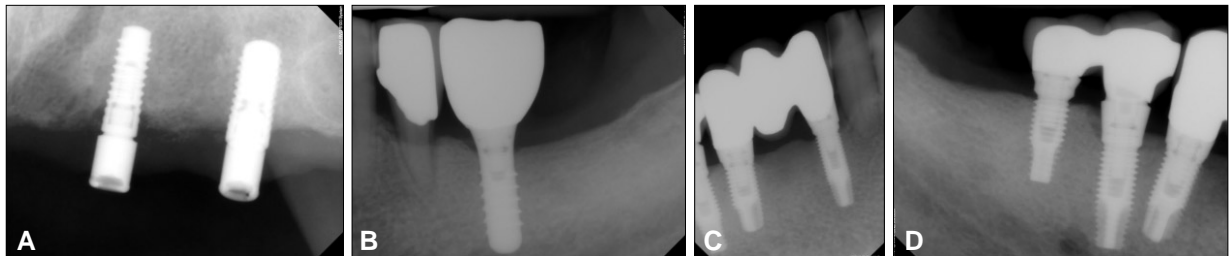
Periapical radiograph 2 years and 6 months after delivery. Vertical bone loss was on #22 area. (A) #22, 24, (B) #36, (C) #42, 44, (D) #45, 46.
